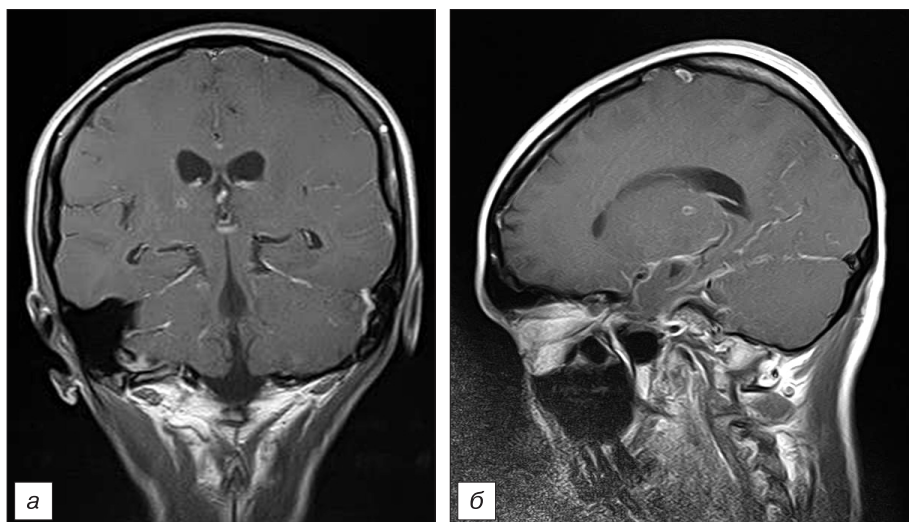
Фронтальная (а) и сагиттальная (б) МР-томограммы с контрастированием гадолинием больной А. в остром периоде заболевания. Имеются туберкулемы головного мозга, признаки туберкулезного менингита.
